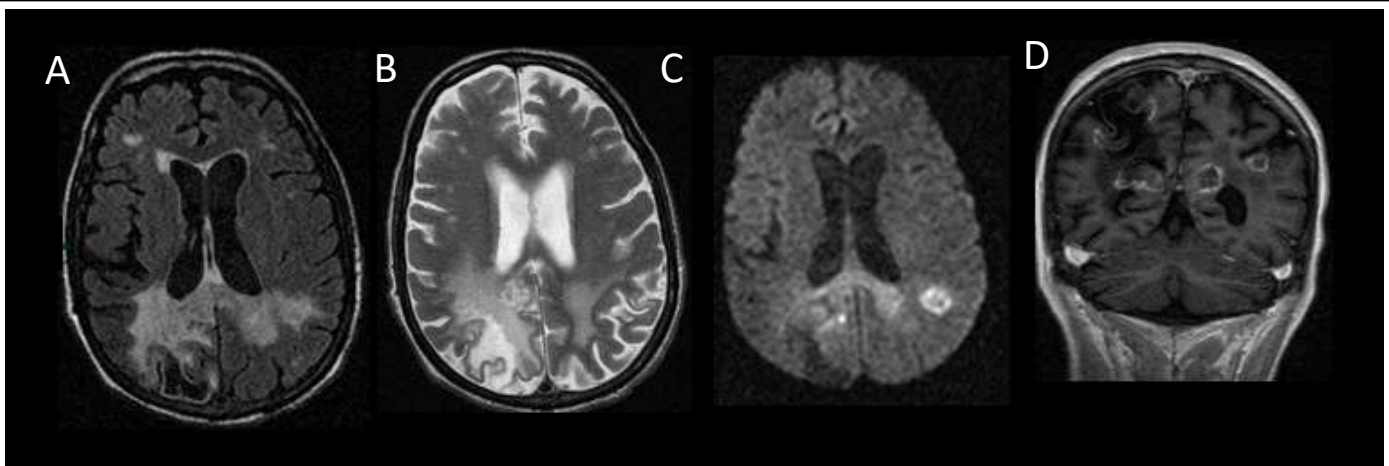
MR sin y tras la administración de Gd. Secuencias FLAIR (A), T2 (B), DWI (C) y T1 contraste plano coronal (D). Caso de un paciente con infección VIH que se trató con TARV durante tres años hasta que hubo incumplimiento terapéutico. Dos meses después de reintroducir la TARV el paciente debutó con clínica neurológica. La RM en ese momento muestra una extensa afectación parenquimatosa cerebral localizada en los ganglios de la base (*no mostrada*), cuerpo calloso y ambos hemisferios cerebrales. Se trata de lesiones con captación periférica de contraste y centro hipocaptante. Se acompañan de importante edema vasogénico y producen efecto de masa con colapso parcial del ventrículo lateral derecho. Las lesiones del cuerpo calloso y región fronto-parietal bilateral restringen en difusión. La biopsia cerebral dio diagnóstico de LMP. Hospital Universitario 12 de Octubre.
